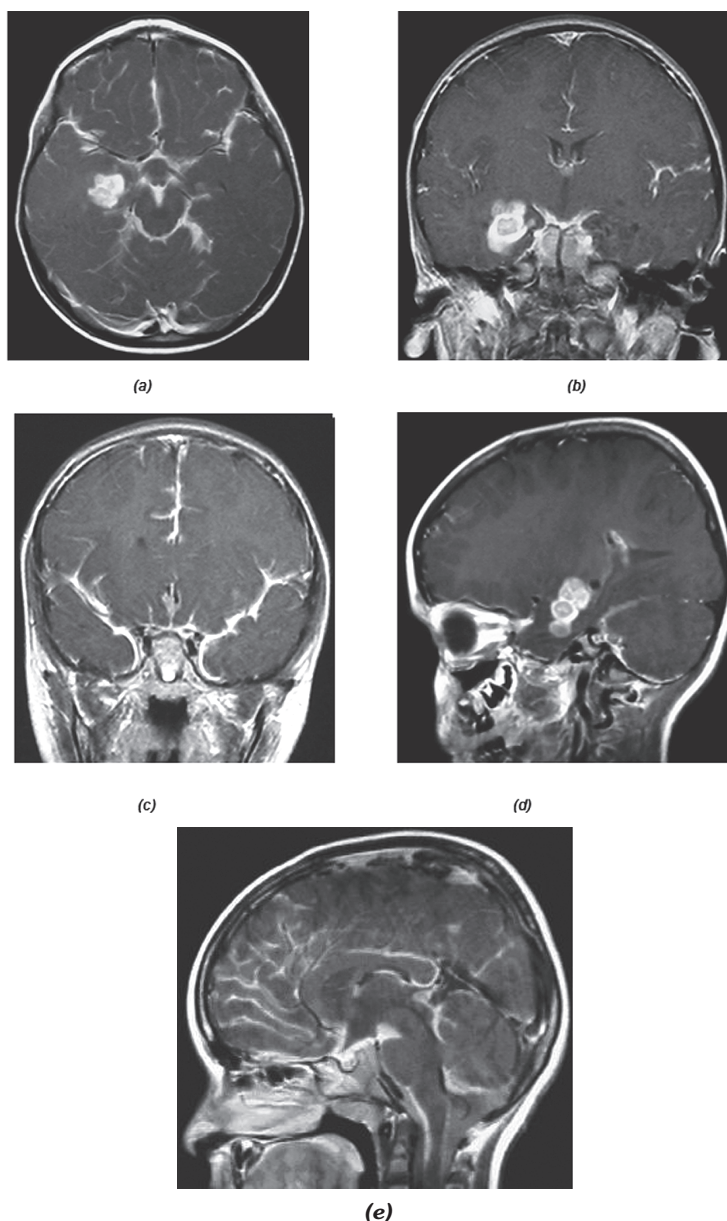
RMN cerebral contrastada. Imagen axial (a) que muestra la lesión temporal con un realce homogéneo con el medio de contraste. Imagen coronal (b) que muestra la lesión con aparente realce en anillo. Imagen sagital (d) muestra la lesión con mayor realce quístico, con área definidas redondeadas. Nótese el realce uniforme de las leptomeninges tanto supra como infratentorialmente (c) y (e).
